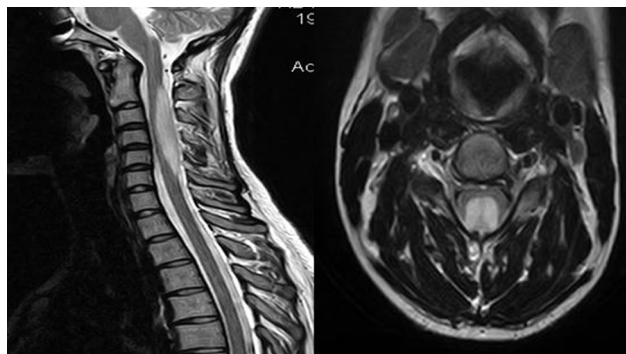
Магнитно-резонансная томография (с контрастированием) больной с астроцитомой спинного мозга эксцентрического расположения на уровне С2-С6 позвонков
